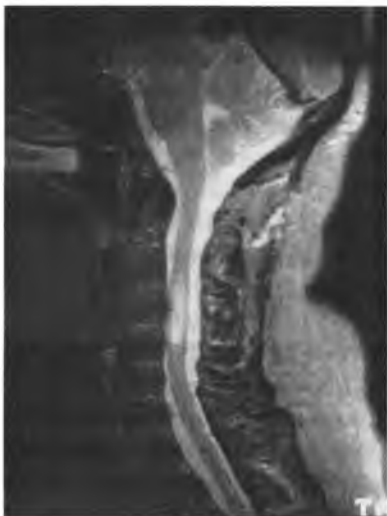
Сагиттальное T2-взвешенное МРТ изображение показывает усиление сигнала от шейного отдела спинного мозга, вызванное острым поперечным миелитом
